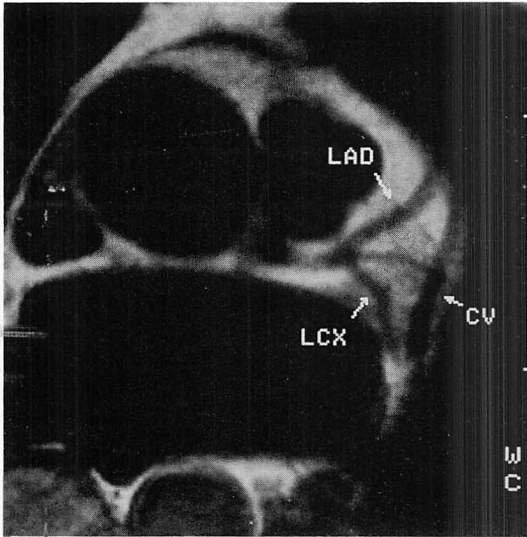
MR image of normal left coronary artery.
